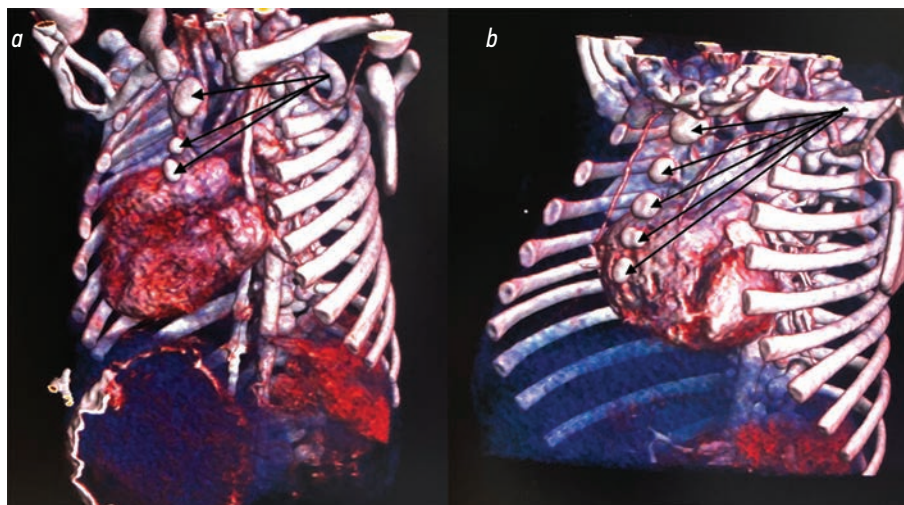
Компьютерно-томографическая реконструкция костей грудной клетки: *a* — наш пациент; *b* — ребенок с другой патологией. Стрелками обозначены ядра окостенения грудины (3 и 5 шт. соответственно).
